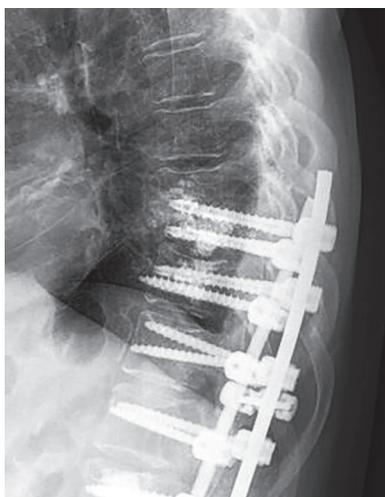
Рентгенограмма пациентки 79 лет через год после операции. Выявлен перелом тела Th8 позвонка
